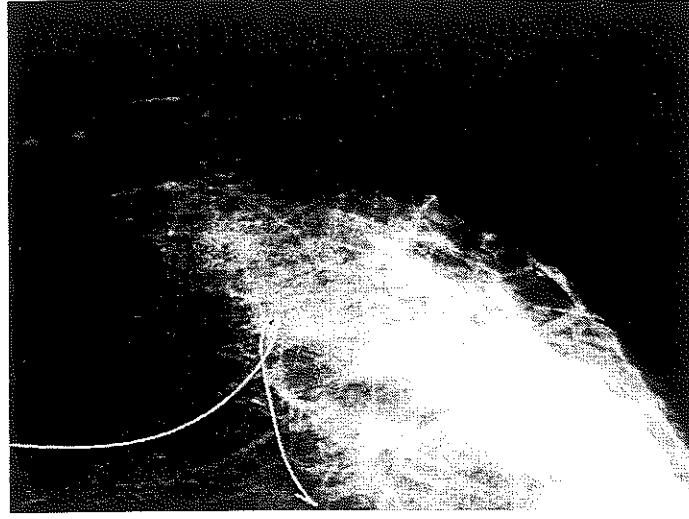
Resim 9'daki olgunun cerrahi doku grafisi
